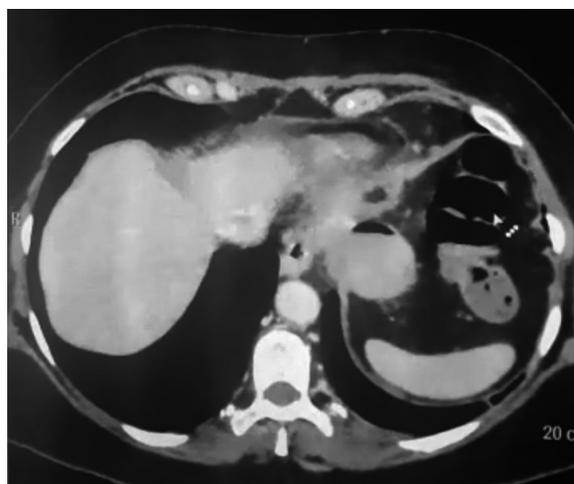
CT demonstrando Nissen e gastrectomia vertical adequados, sem complicações
